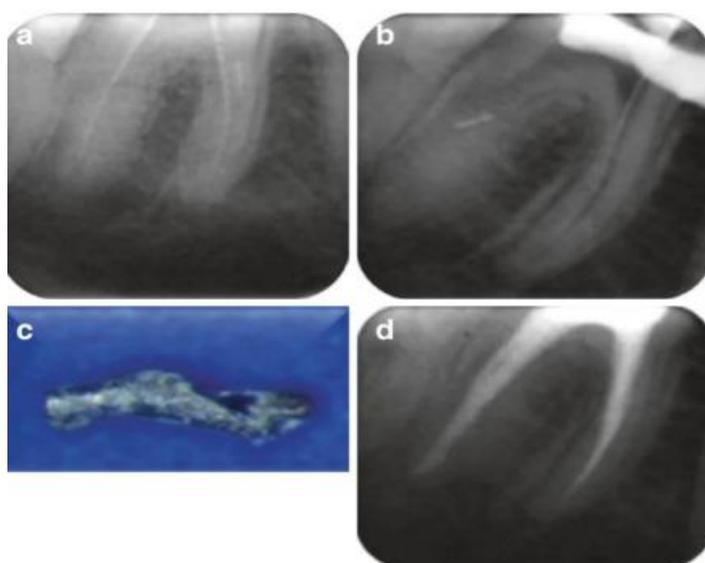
(a) radiographie préopératoire montrant un fragment dans la partie coronaire du canal radiculaire mésial. (b): le fragment a été retiré mais délogé dans le canal radiculaire distal. (c): le fragment peut être retiré à l'aide d'une pointe papier humide. (d) fragment supprimé.
